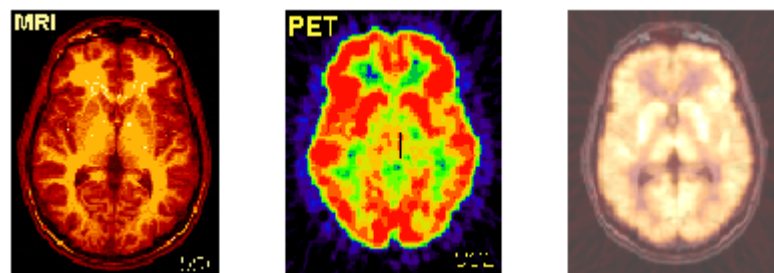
Les deux premières images, l'une IRM et l'autre TEP, sont coregistrées... et donnent une troisième image "recomposée" ([Pub15]).
